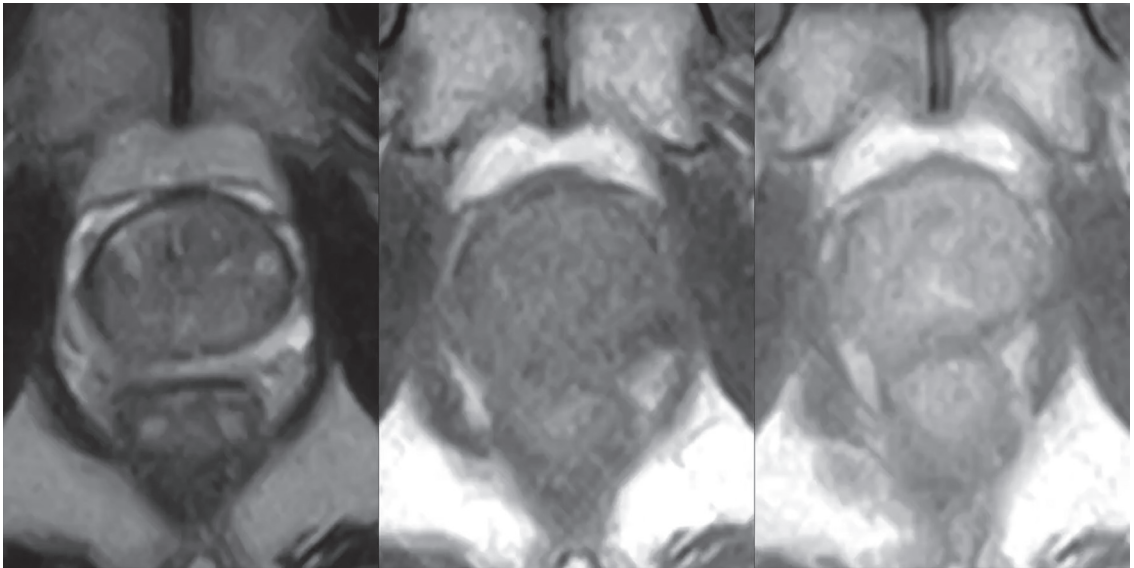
図1と同一症例が前医の0.4テスラ MRIで撮像された画像
